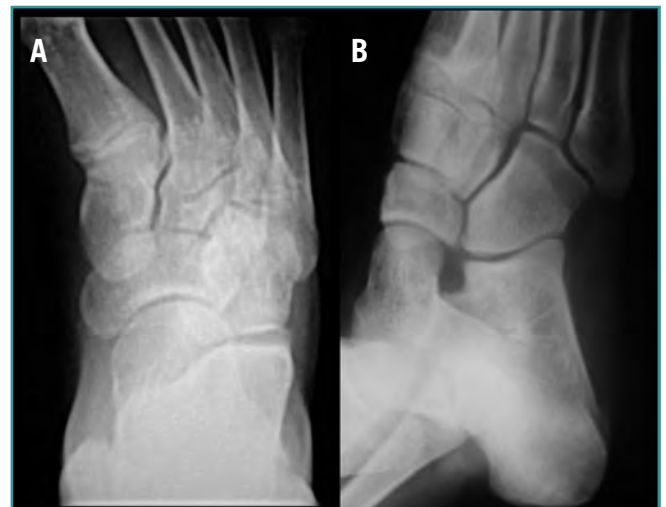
Radiografía anteroposterior (A) y oblicua (B) de pie tras la retirada de yeso a las 6 semanas. Se observa la congruencia articular entre calcáneo y cuboides.
